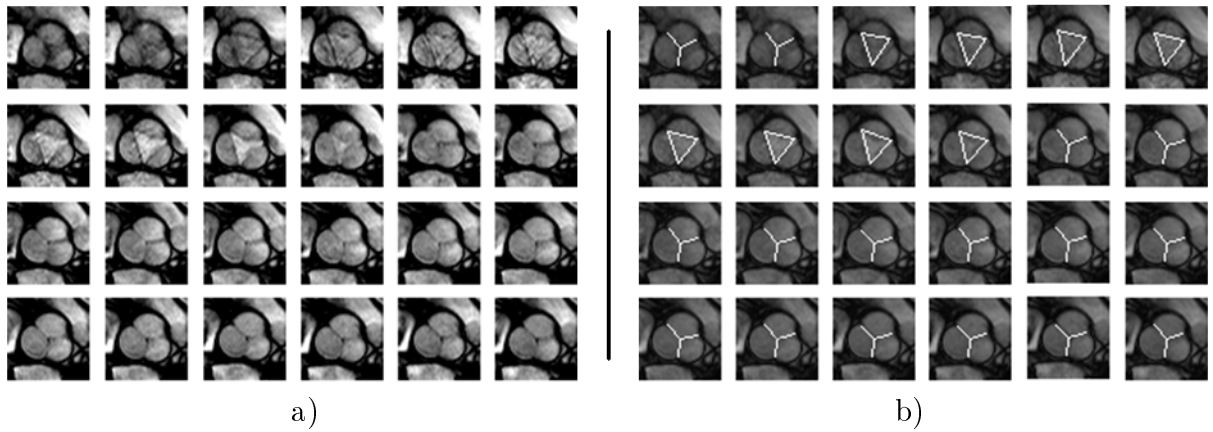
Séquence ciné-IRM et classification de chacune de ses images.
